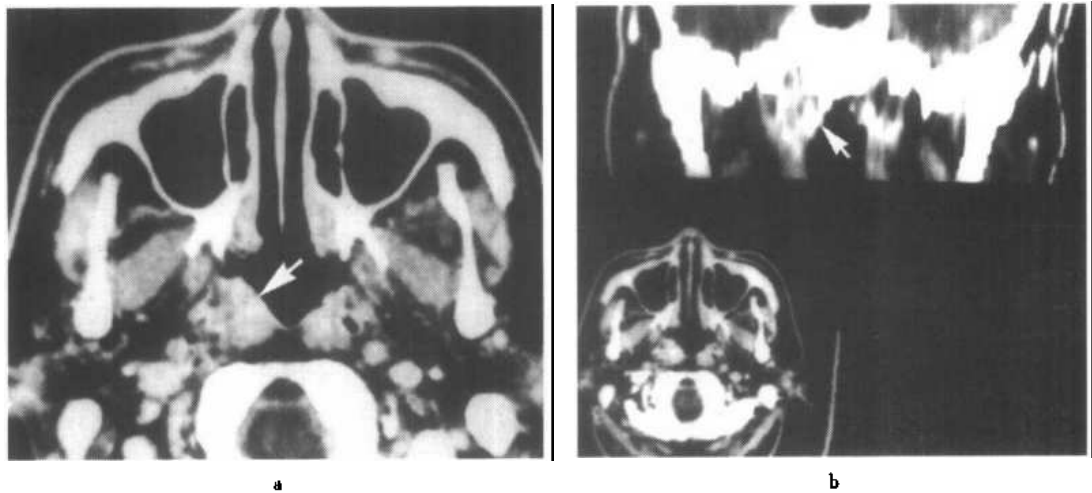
a. 右鼻咽癌横断面增强 CT 扫描图像
